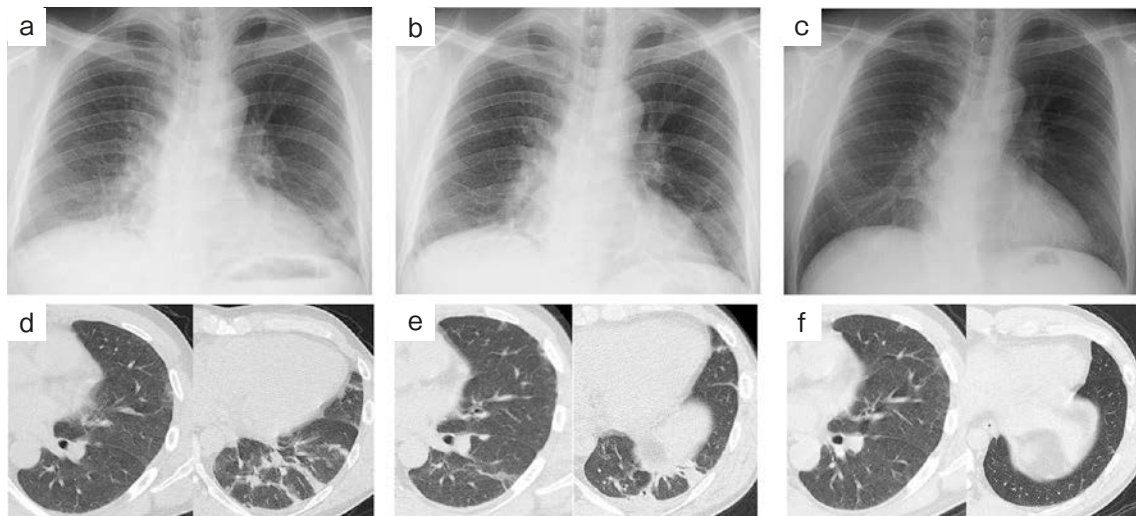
Imaging of chest X ray and CT. (a) Chest X ray showed consolidation in the lower field of both lungs on admission to the former hospital. (b) At discharge, these findings had improved. (c) On hospitalization in our hospital, imaging of chest X ray was normal. (d) CT showed centrilobular ground-glass opacity in the left upper lobe and consolidation and linear shadow in the left lower lobe on admission to the former hospital. (e) These findings improved but were still present on discharge. (f) There were no findings on admission to our hospital.
